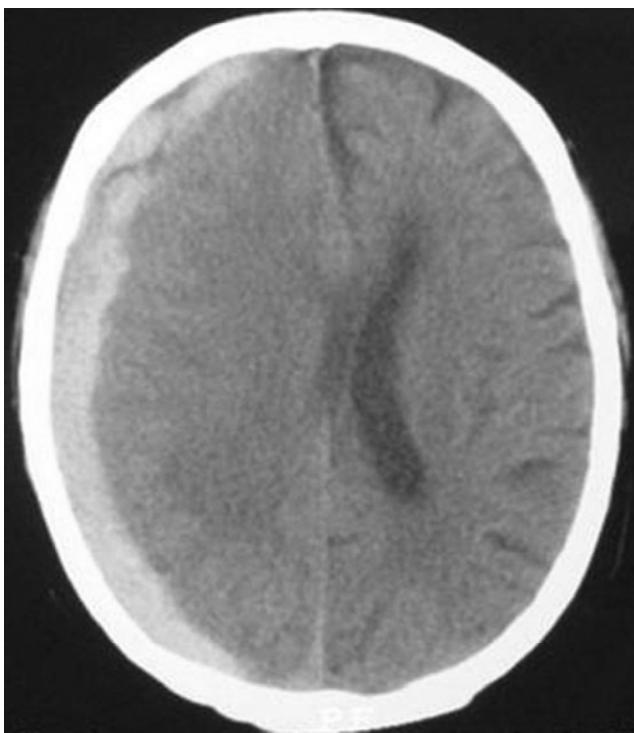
TAC simple de cráneo que muestra hematoma subdural agudo hemisférico izquierdo, condiciona un importante desplazamiento de las estructuras de la línea media.
